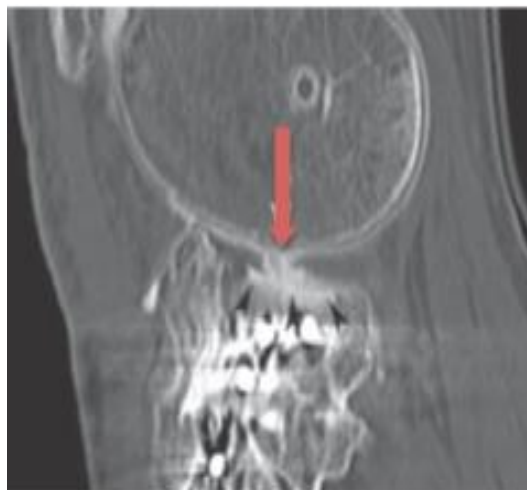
Imagem de artrografia por TC, plano sagital, mesmo na proximidade de material ortopédico, o espaço presente no corpo do menisco externo (seta vermelha) e o grande defeito cartilágneo na cavidade glenoideia da tíbia (cabeça de seta) são claramente visíveis. Adaptado de Beaufils P. *The Meniscus*. (Beaufils P, Verdonk R, eds.). Berlin, Heidelberg: Springer Berlin Heidelberg; 2010.
